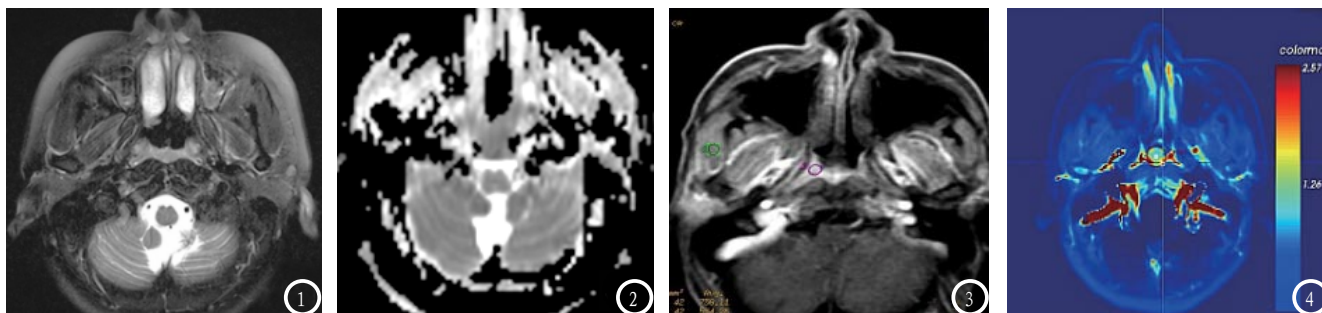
4均为同一位患者（年龄35岁，鼻炎癌早期）的统一层面图像，图1为T2WI图像；图2为ADC图像；图3为患者的DEC-MRI图像；图4为患者的 K^{trans} 图像。
